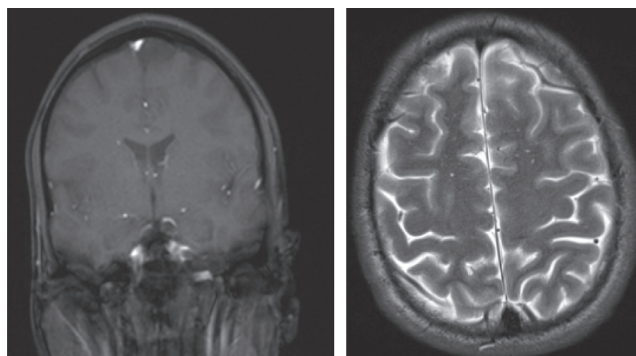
МРТ головного мозга больного В. Мелкоточечные очаги поражения белого вещества (описание в тексте)
